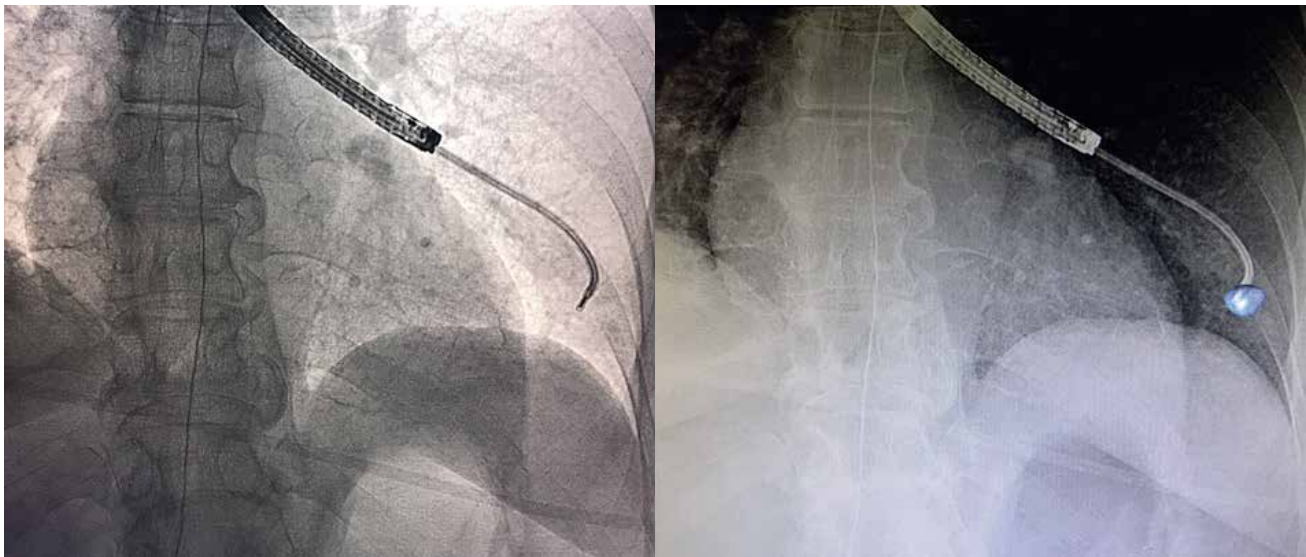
Comparación entre una fluoroscopia estándar (izquierda) y una superposición de fluoroscopia con segmentación de tumor (derecha) para este nódulo que se mostró invisible en la fluoroscopia. El volumen azul fue segmentado de la data de un TC de haz cónico y fue automáticamente proyectado utilizando un software dedicado (OncoSuite, Philips)
